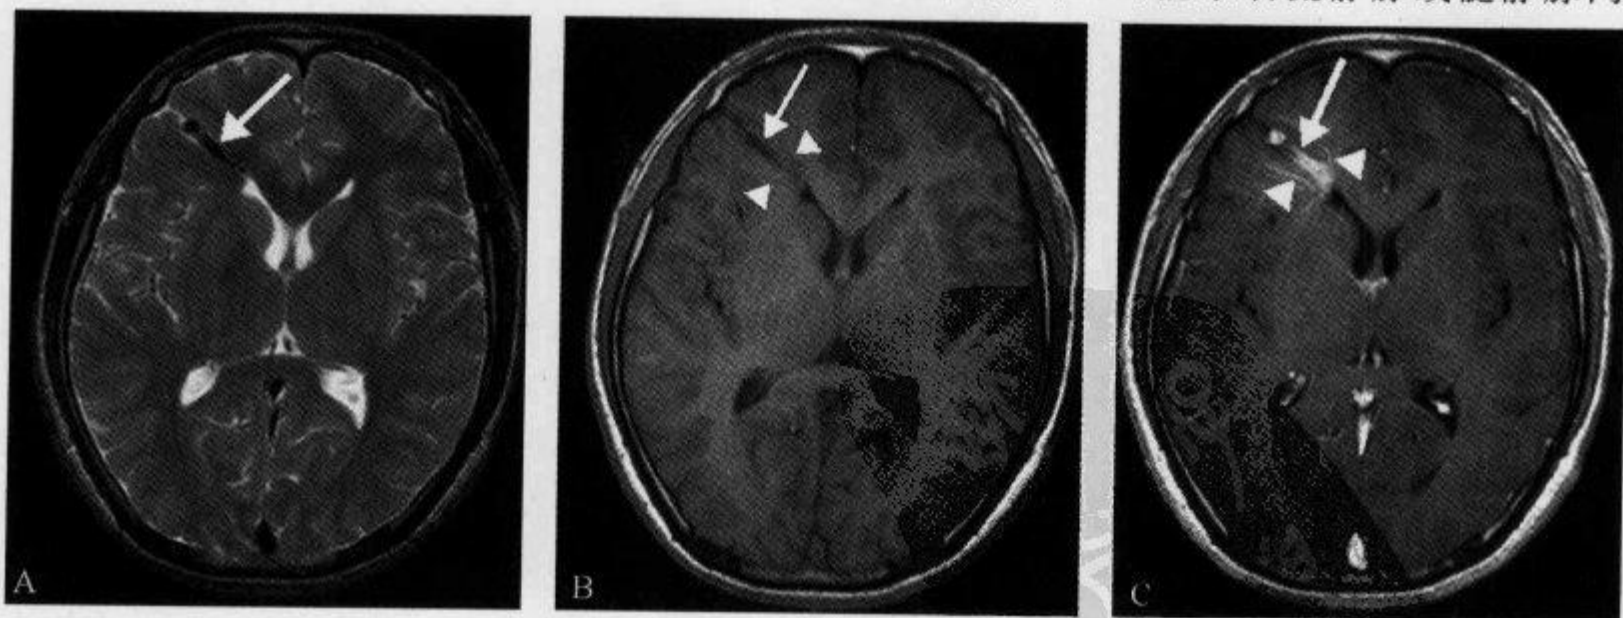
轴位 MRI T₂WI、T₁WI 及增强 T₁WI 示“水母头征”
